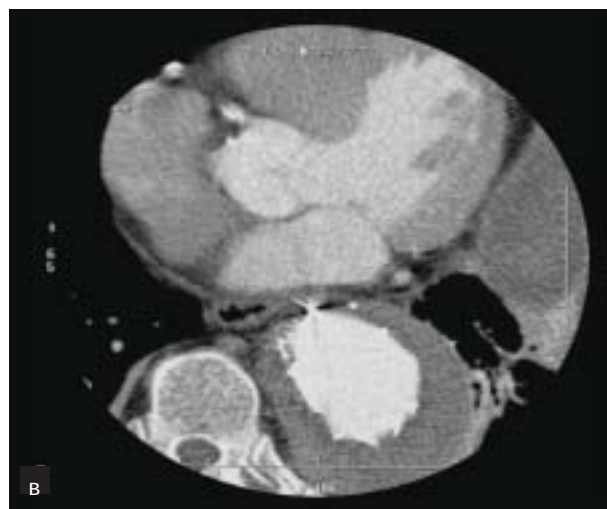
A. CT af thorax før endoproteeseimplantation. B. Samme område efter proteeseimplantation.
